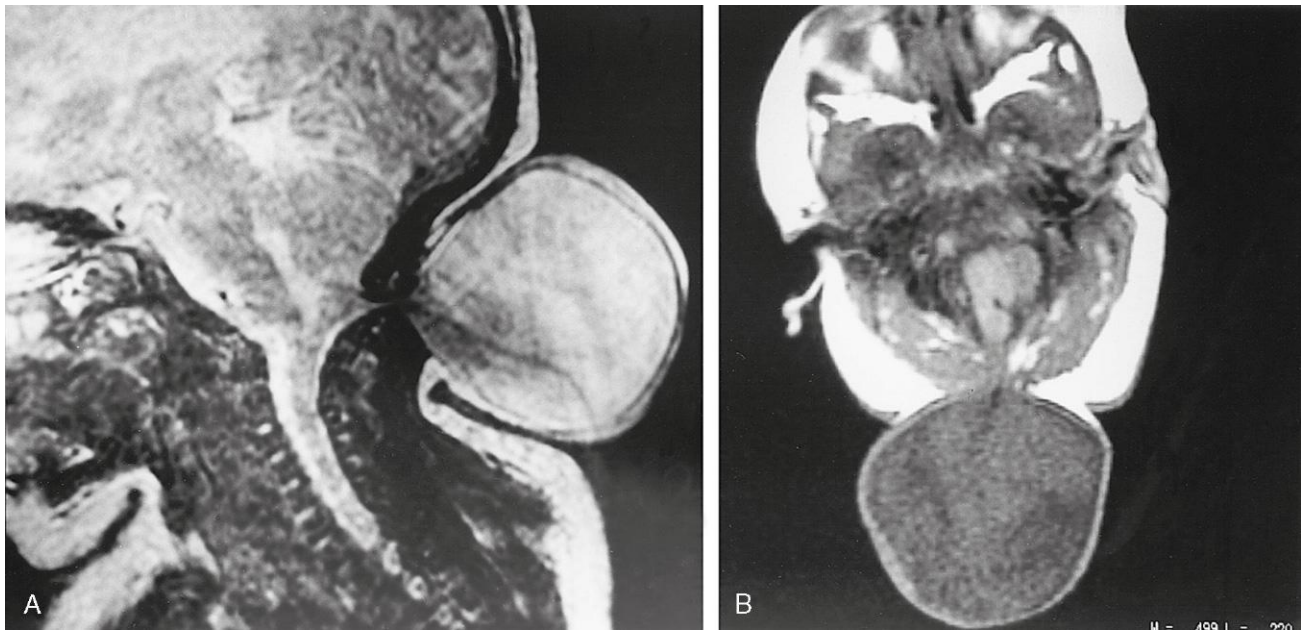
Imágenes de resonancia magnética (RM) en un lactante de 1 día de vida, con demostración de un meningocele. A, Imagen sagital de RM obtenida de forma que el líquido cefalorraquídeo (LCR) es brillante. La imagen es borrosa debido al movimiento del lactante. B, Imagen axial sobre el defecto craneal en la proximidad del agujero magno, obtenida de manera que el LCR tiene un color oscuro. (Comparar con la figura 17-31C.) (Por cortesía del doctor Gerald S. Smyser, Altru Health System, Grand Forks, North Dakota.)
